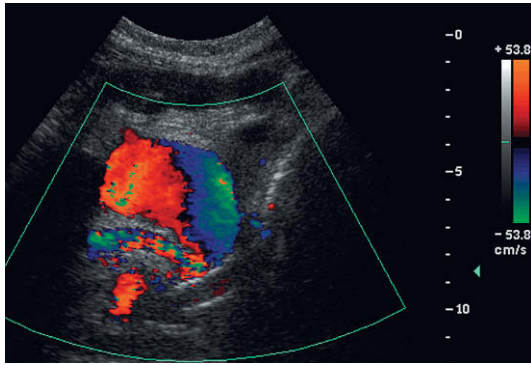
Imagen de Doppler color cerca de la anastomosis del pedículo vascular pancreático. Una colección redondeada de flujo en color con el clásico patrón en remolino identifica un pseudoaneurisma de la arteria esplénica anastomosada.
